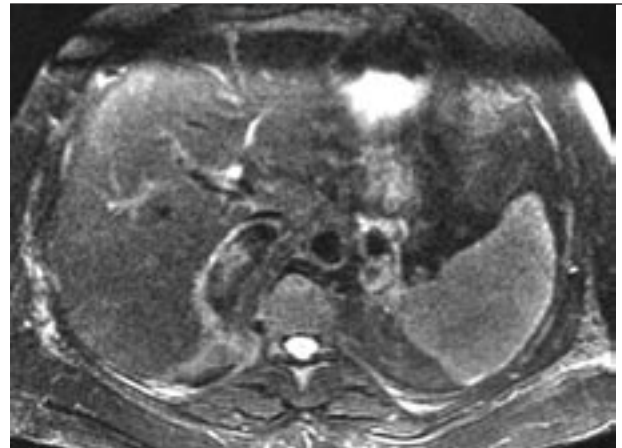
IRM des surrénales en pondération T2.
